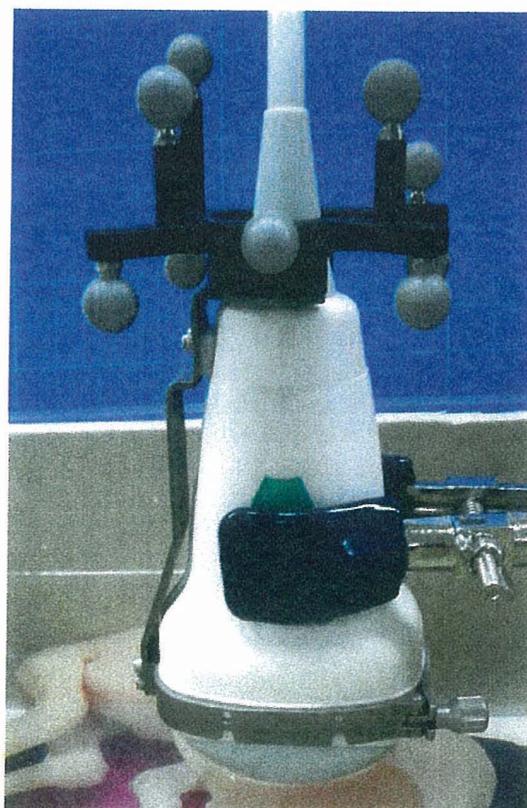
超音波3次元プローブに取り付けられた光位置計測用アタッチメント
